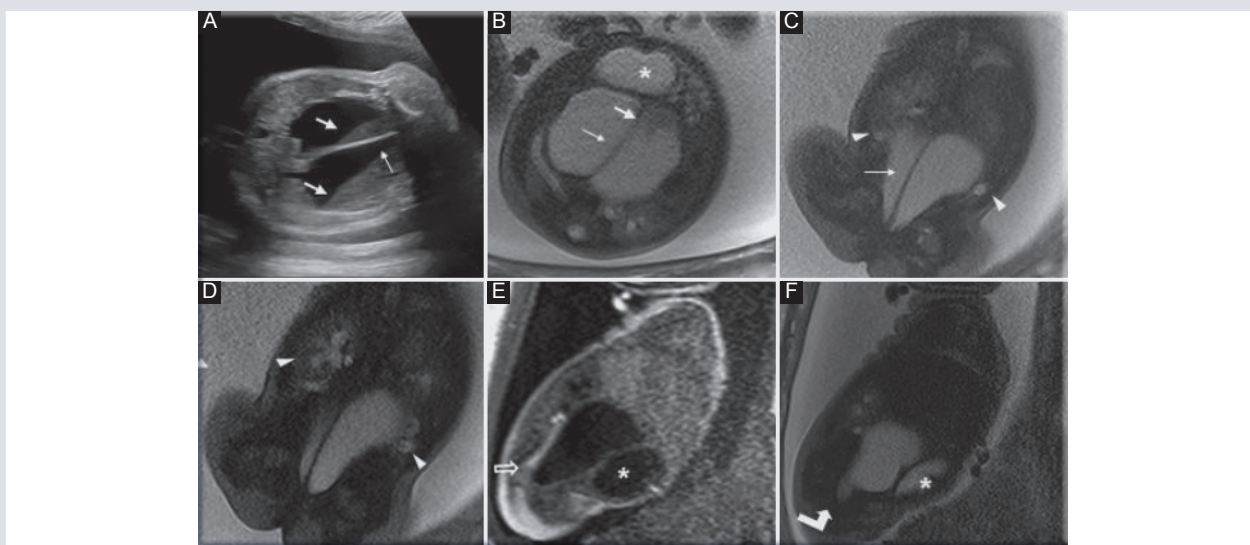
Paciente de 36 años de edad. A: en el ultrasonido realizado a las 34 SDG se detectó polihidramnios y una lesión quística en el abdomen con tabique grueso (flecha delgada) y niveles líquido-líquido (flechas gruesas). B: en las imágenes de RM se diagnosticó malformación de la cloaca. C-D: en las imágenes axial y coronales se observa la imagen quística que corresponde a la vagina dilatada septada (flecha delgada) con detritus en su interior (flecha gruesa). También se observa dilatación de los uréteres y sistemas colectores (cabezas de flechas). E-F: en las imágenes sagitales se observa la vejiga anterior a la lesión (asterisco) y la vagina distendida que termina en embudo (flecha angulada) al mismo nivel del recto (hiperintenso en la imagen ponderada en T1 por la presencia de meconio), el cual termina antes de llegar al perineo. El diagnóstico fue una malformación de la cloaca (disgenesia cloacal).
